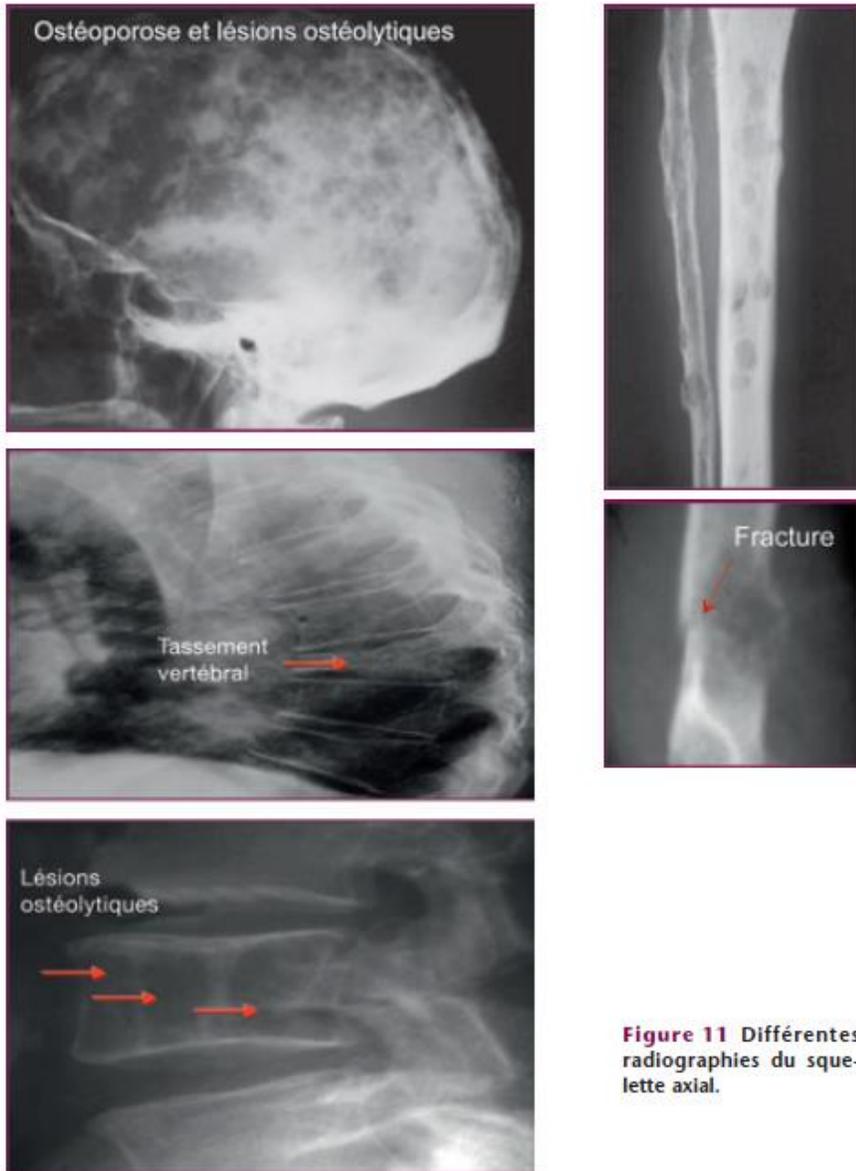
Différentes radiographies du squelette axial.
